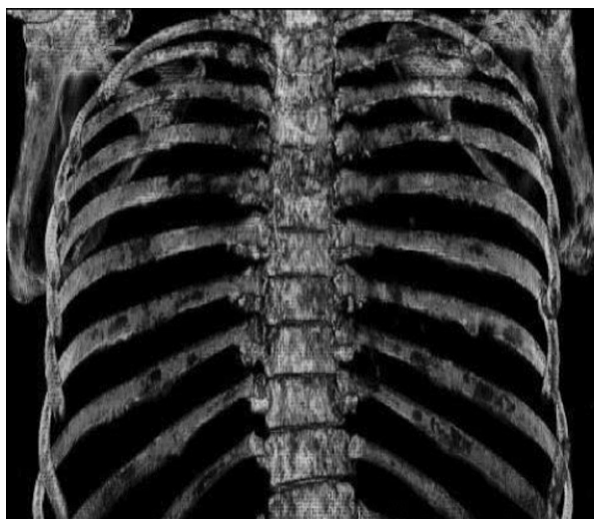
Спиральная компьютерная томограмма. Обработка изображения с использованием техники объемного преобразования (volume Rendering Techngue, VRT). Смешанные метастазы рака молочной железы в позвоночник, ребра, лопатки
